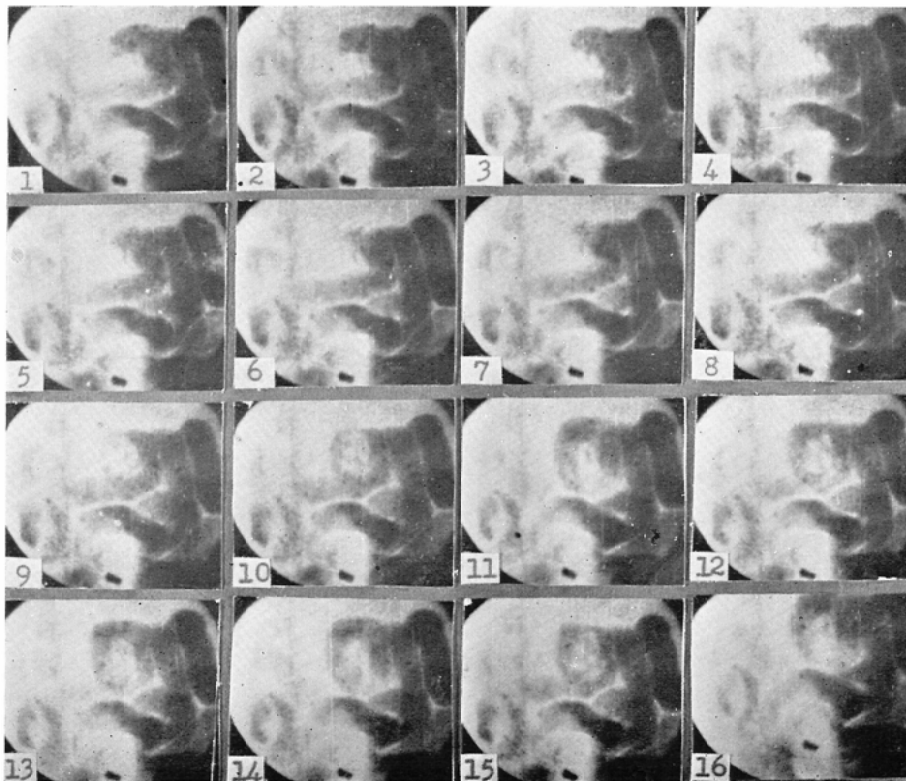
の(1) 小腸閉塞後3時間における閉塞直下部小腸X線像(ウサギ No. 5, 以下同様). 回腸末端部におけるバリウムの充満像で, 著明な運動は見られない. 向かって右下が閉塞線の位置に当る.
